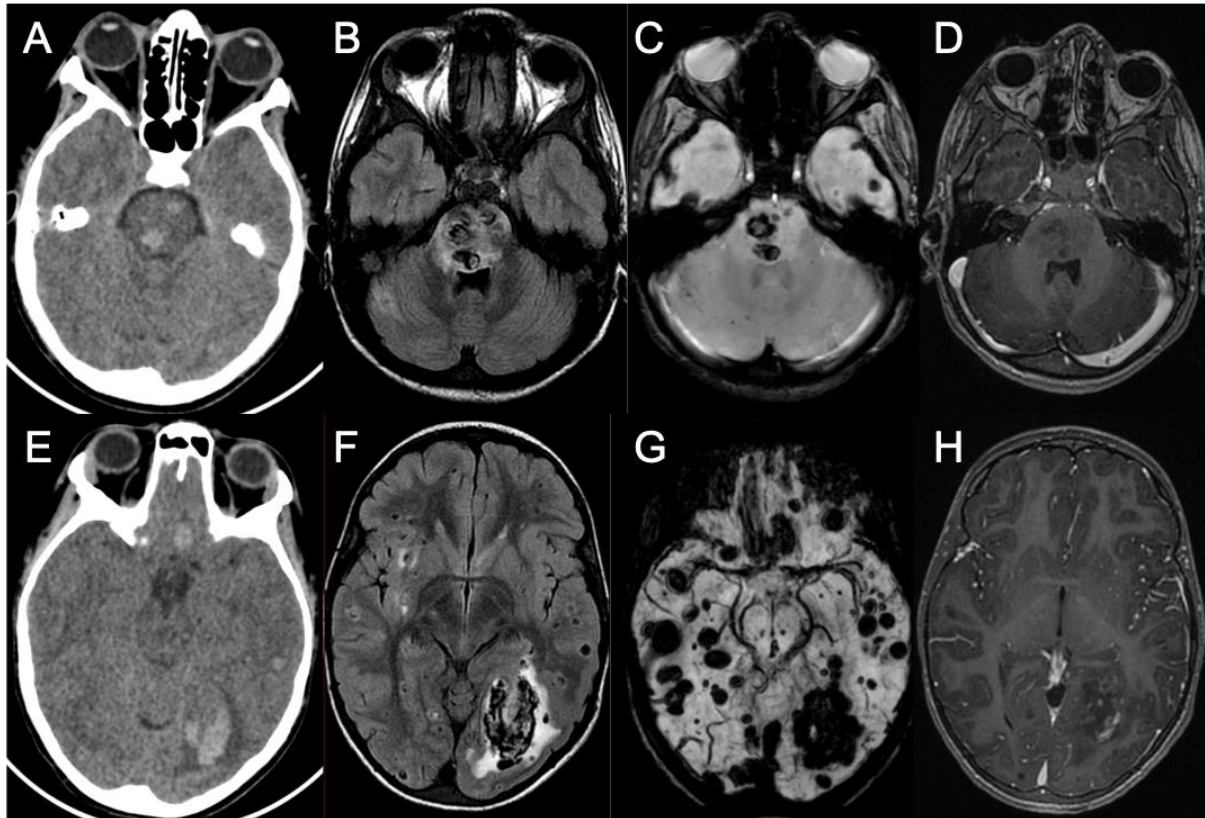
Cas 30 : Enfant de 8 ans : douleurs abdominales fébriles associées à une dégradation neurologique (Glasgow 7). La NFS retrouve une hyperleucocytose majeure à 966 G/L. Le scanner cérébral (A et E) montre des hyperdensités intraparenchymateuses sus et sous-tentorielles. On les retrouve sur l'IRM en hyposignal FLAIR (B et F) avec œdème périphérique en hypersignal. Les séquences de susceptibilité magnétique (C : T2* ; G : SWI) retrouvent ces lésions en hyposignal. Sur la séquence T1 après injection (D et H), il n'y a pas de rehaussement lésionnel et les sinus duraux apparaissent perméables. Il s'agit d'une LAL T découverte sur leucostase cérébrale avec hématomes intraparenchymateux multiples diffus sus et sous-tentoriels.
